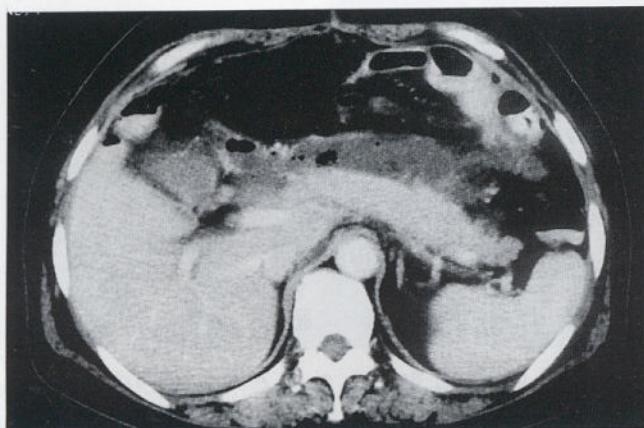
CT scan through the level of body and tail of pancreas shows an elongated, transversely lying abscess containing air-bubbles in previous lesser sac area. It is surrounded by liver, colon, small bowel and spleen.
